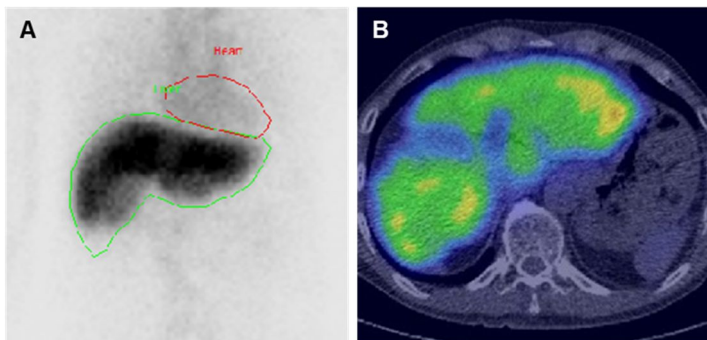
(A) Tc-99m GSA シンチグラフィのプレーナ像、(B) 散乱補正・吸収補正を行った Tc-99m GSA 肝受容体 SPECT 画像と CT とのフュージョン画像
